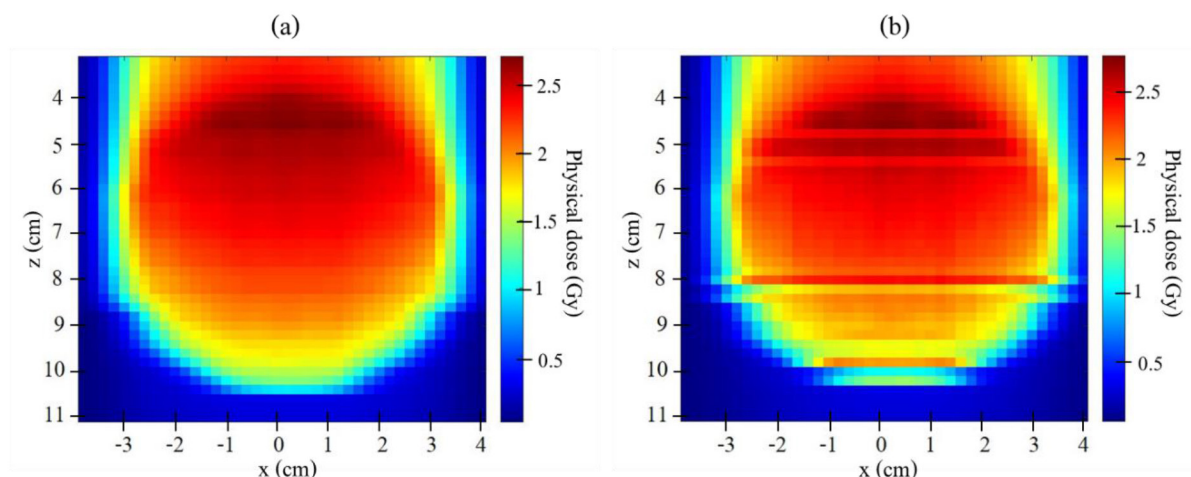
The physical dose distributions obtained from matRad (a) and PHITS (b) at the central-axis slice of the target. The comparison for this CT slice yielded the gamma passing rates (3%/3mm) of 98.6%.
